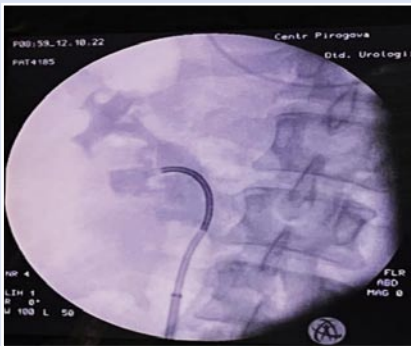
Рентгенологическое изображение полостной системы почки при фиброскопии.
